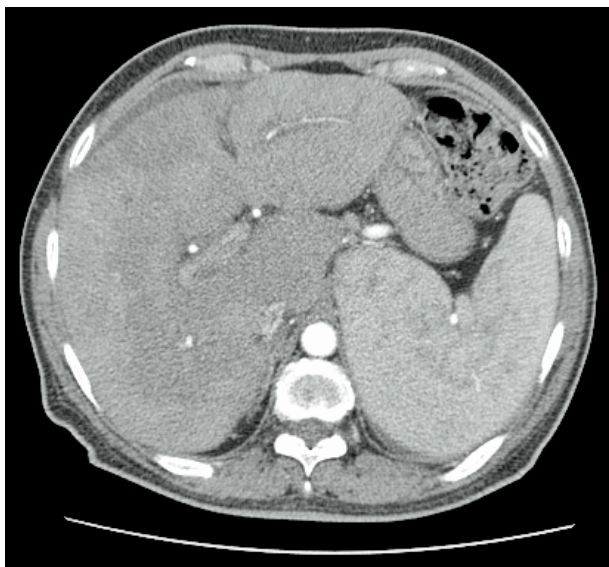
КТ органов брюшной полости с внутривенным болюсным контрастным усилением
